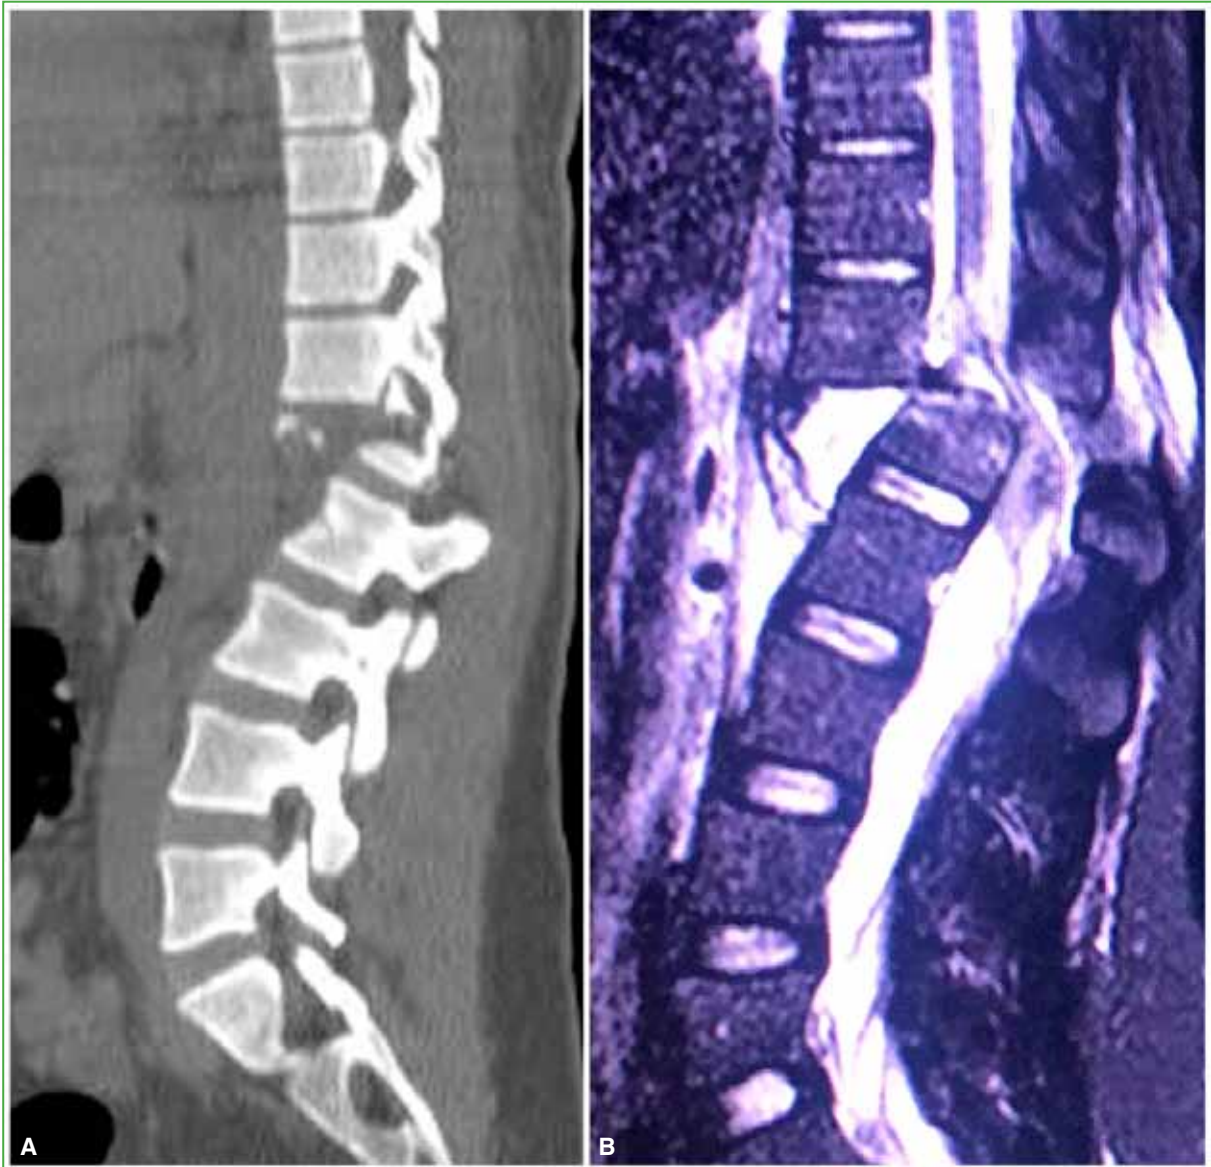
Imágenes de una luxofractura toracolumbar. A. Tomografía computarizada de columna toracolumbar, corte sagital. Se observa una luxofractura de L1-L2. B. Resonancia magnética de columna toracolumbar, corte sagital. Se visualiza la sección completa del neuroeje.
